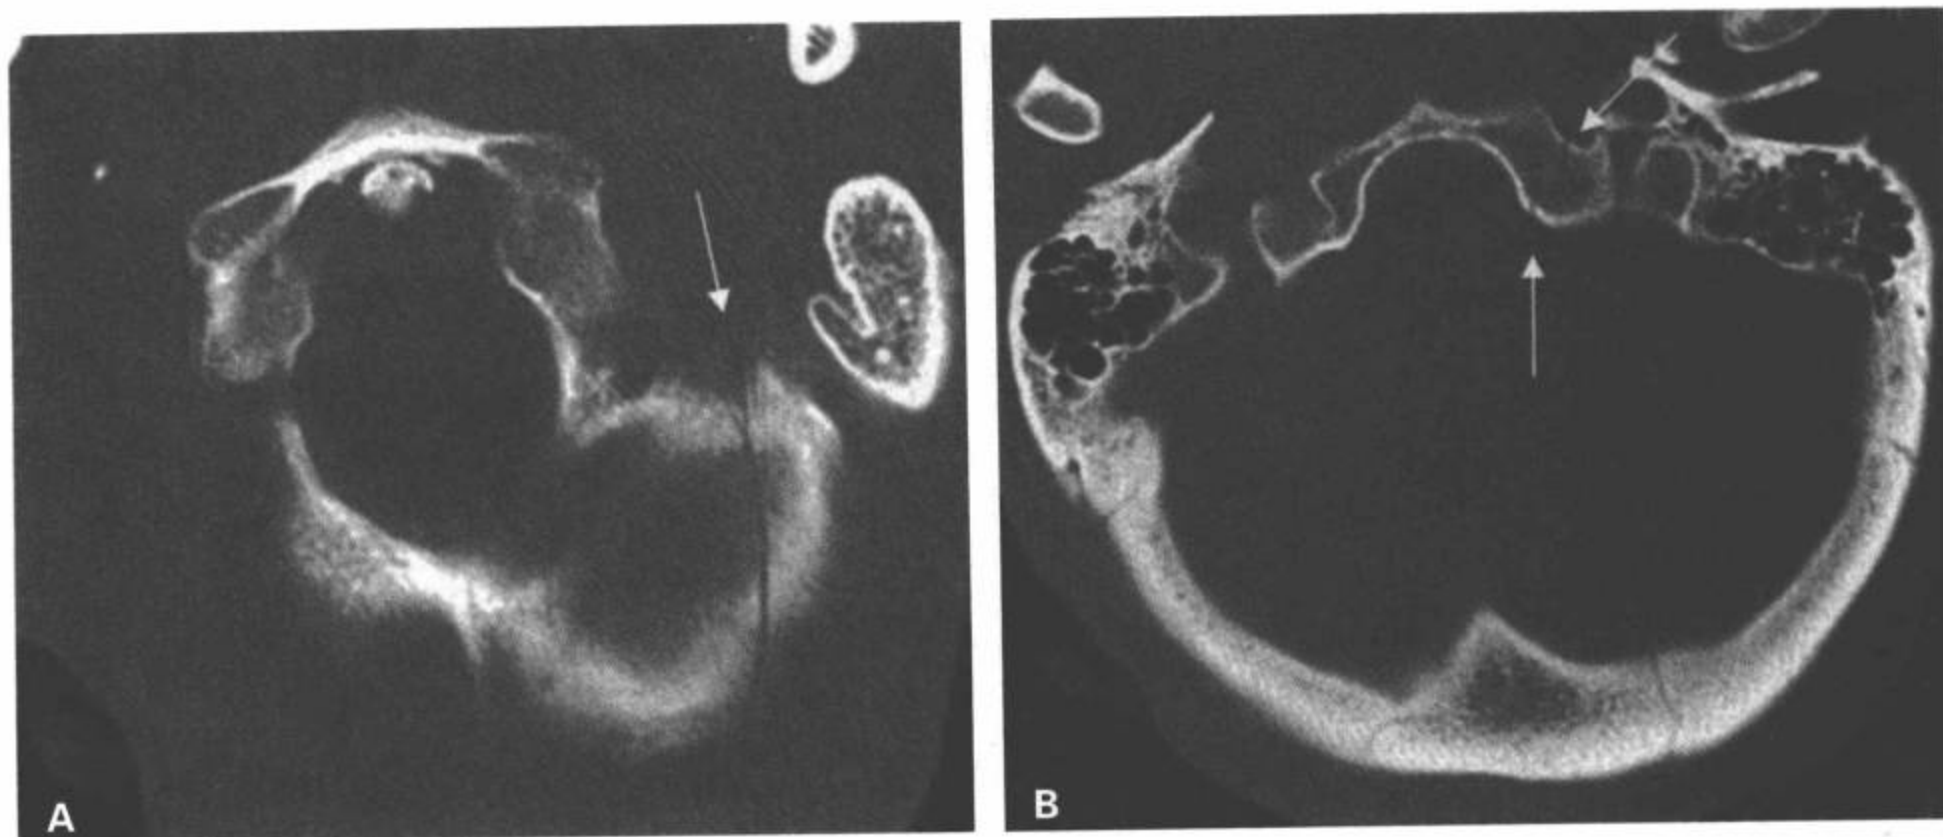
II 型枕骨髁骨折。A: CT 横断面图像显示左侧颅底骨折 (箭)。B: 同一例病人的 CT 横断面图像显示颅底骨折延伸到左侧枕骨髁 (白箭)。
